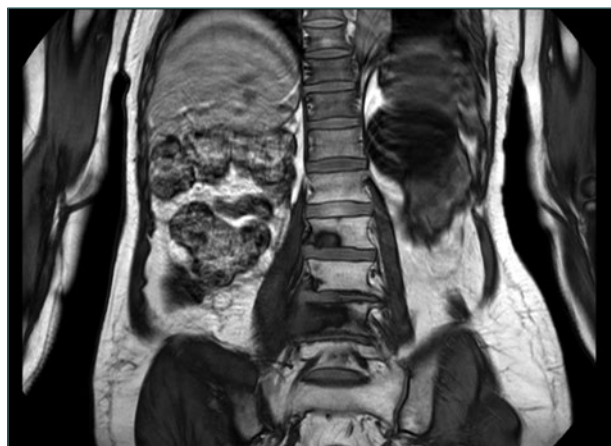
Resonancia magnética T2 corte coronal. Afectación L2, L3 y L4.
